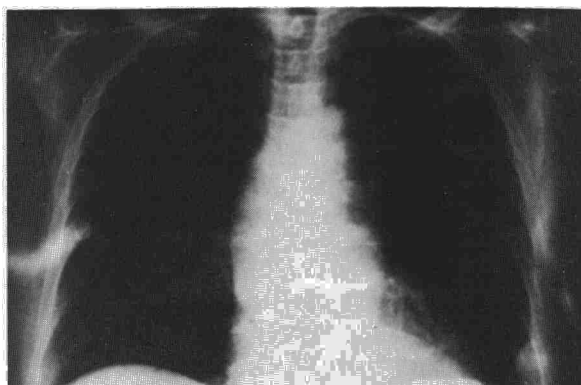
Radiografía PA de tórax portátil inmediatamente después de ceder la hemoptisis.
